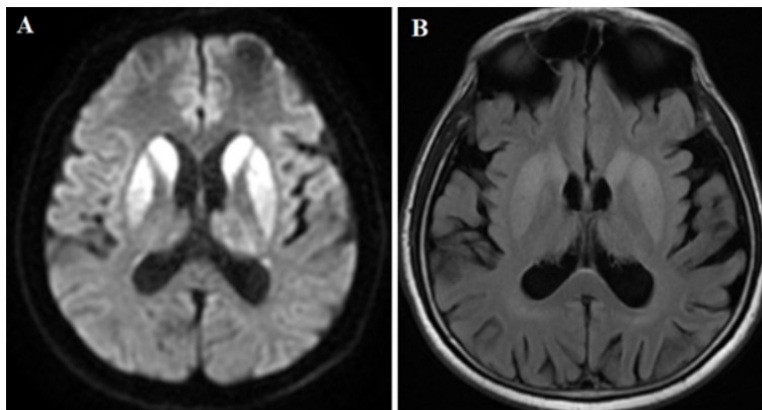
A. Bilateral hyperintense signals in the caudate and putamen (hockey stick sign) on diffusion-weighted (DWI) MRI. B. FLAIR sequence MRI shows (Patient 15)
